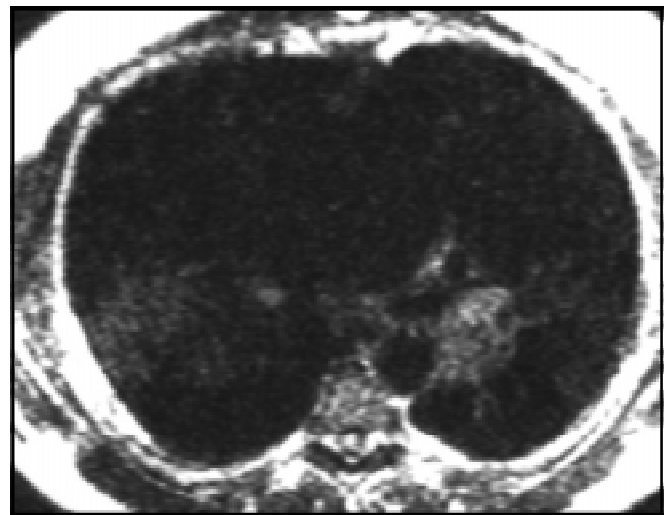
Хворий Ч., 58 років. Великоклітинний РЛ праворуч, центральна форма, T2N1M0 — III стадія та антракосилікоз I стадія, інтерстиціальна форма (2s, em). Аксиальна МРТ, T 2 З/З III RAPE — висока інтенсивність сигналу від РЛ, ознаки поширеності процесу на плевру та аорту
